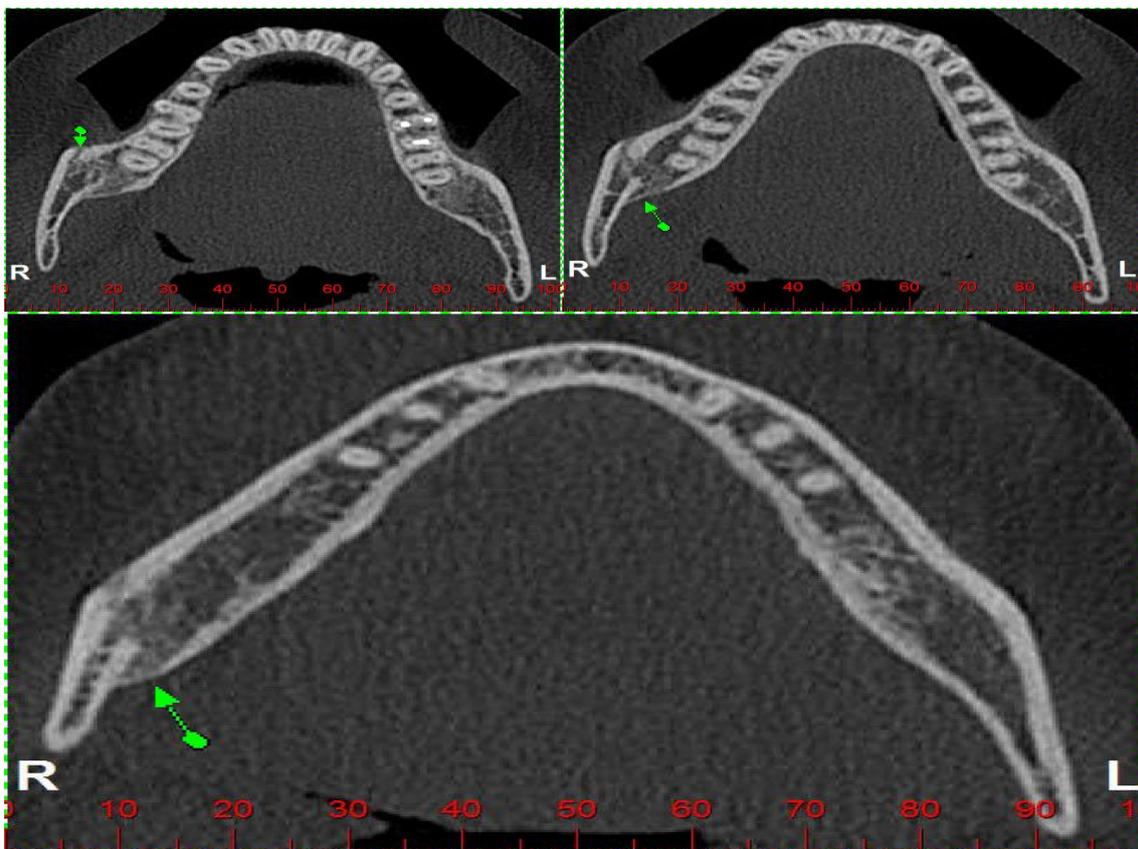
Tomografia volumétrica seis meses depois da fratura, mostrando boa recuperação da paciente.
